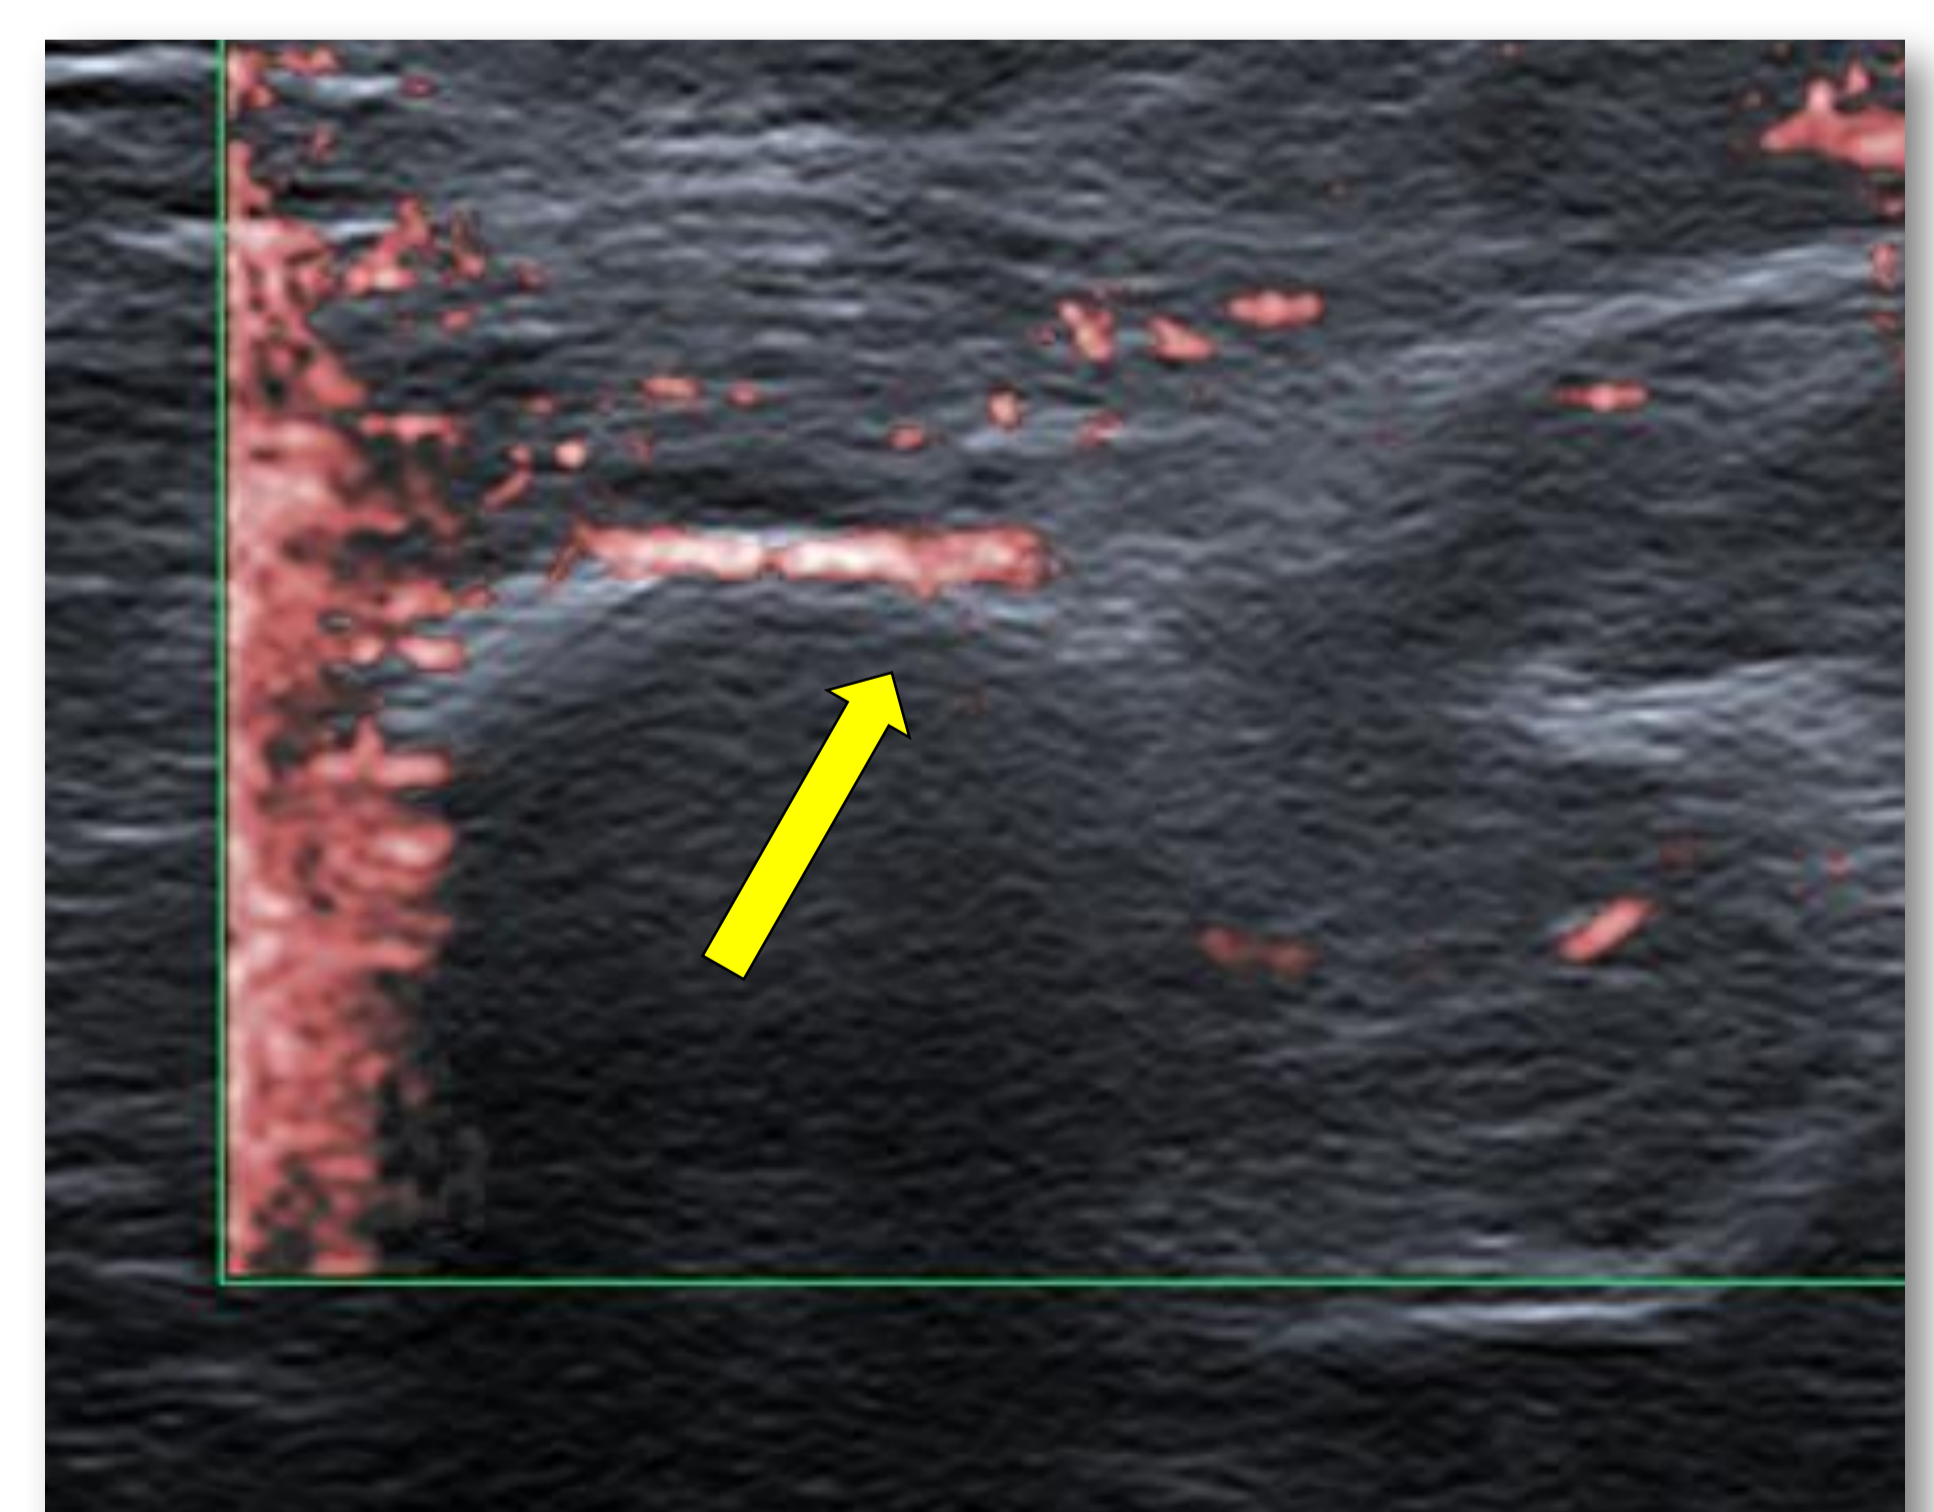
Ecografía- post-operatoria. Flecha: permeabilidad arteria axilar.
